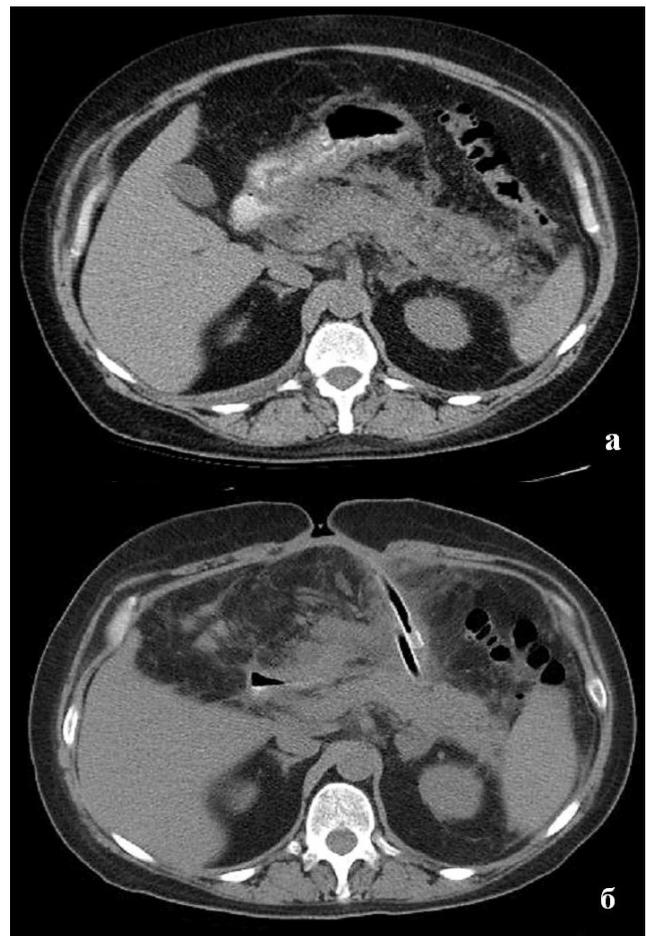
МСКТ больного N., 36 лет: а – геморрагический ПН, парапанкреатическая флегмона (при поступлении); б – тот же пациент на 15 сутки после оперативного вмешательства с формированием парапанкреатического фибринового барьера.
